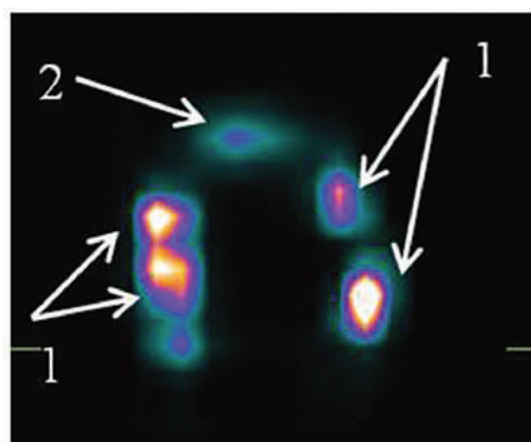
Томосцинтиграмма больного раком гортаноглотки: 1 – накопление радиофармпрепарата в проекции лимфатических узлов шеи с обеих сторон ($n = 5$); 2 – место инъекции
